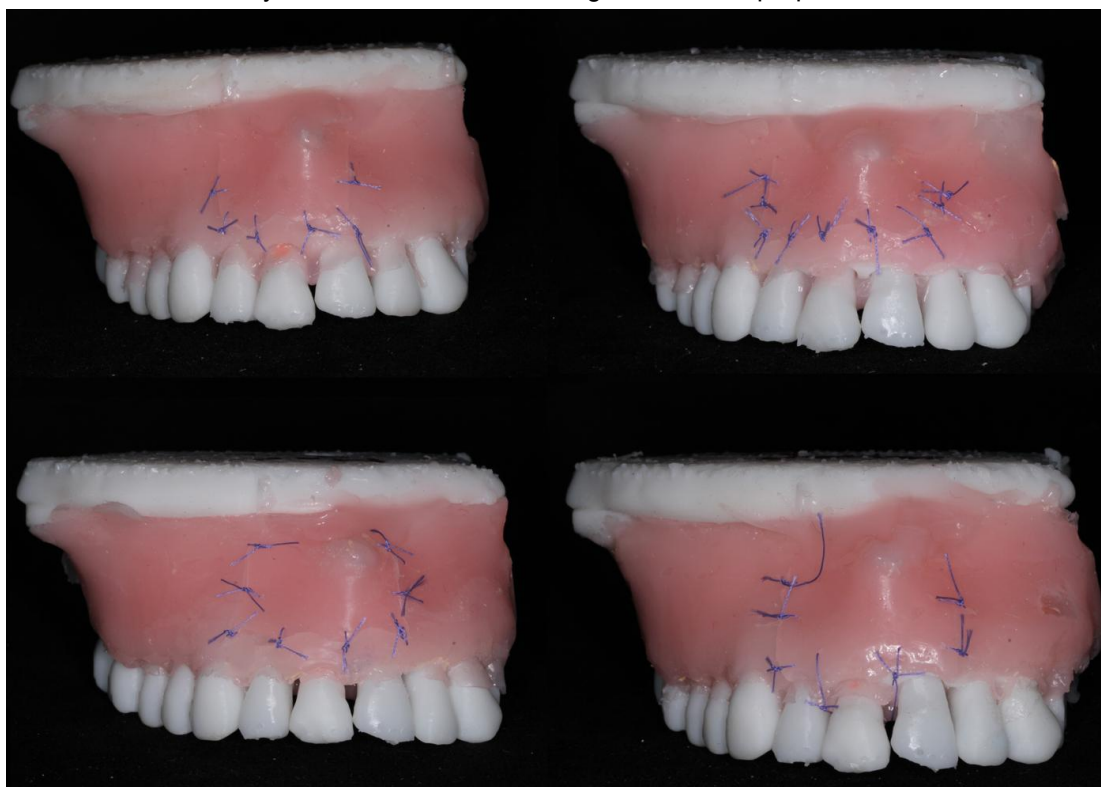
Postoperatorio de tejidos blandos del caso 3, grupo 2, que estudiaron el caso con CBCT y modelos educativos. Fotografías fuente propia.
